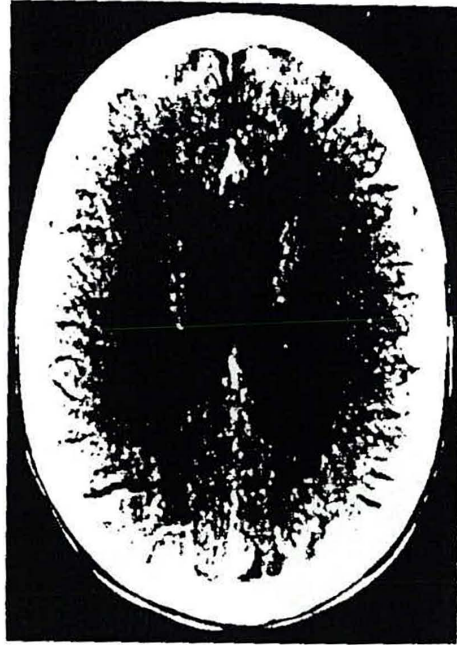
CMV-Enzephalitis (Kontrast-CT). Subependymale Läsion links, ependymale KM-Anspeicherung, diffuse Hypodensität der weißen Substanz
